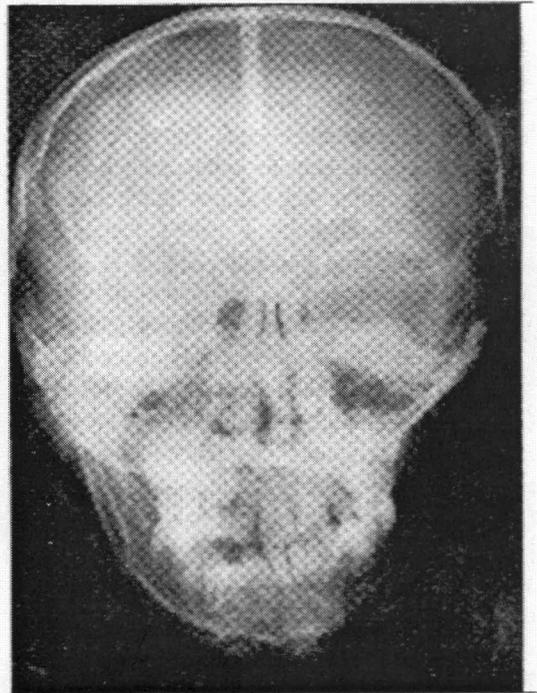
Radiografía AP de paciente con microsomnia hemifacial izquierda.
